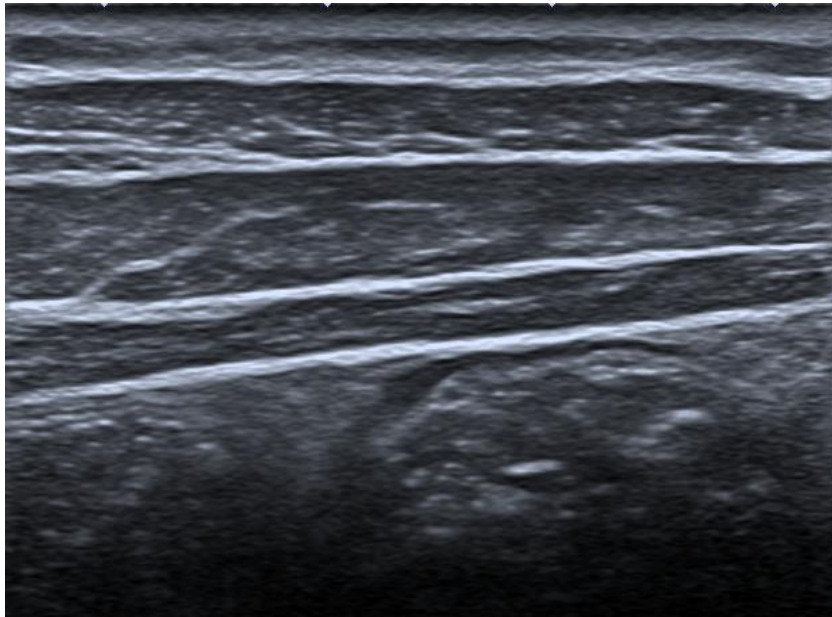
Ecografía de pared abdominal en extensión.
